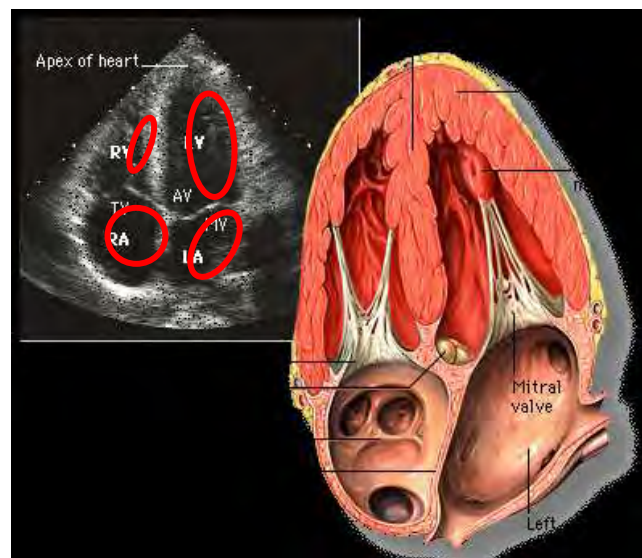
Image échocardiographique montrant les 4 cavités (cerclés par le rouge).
